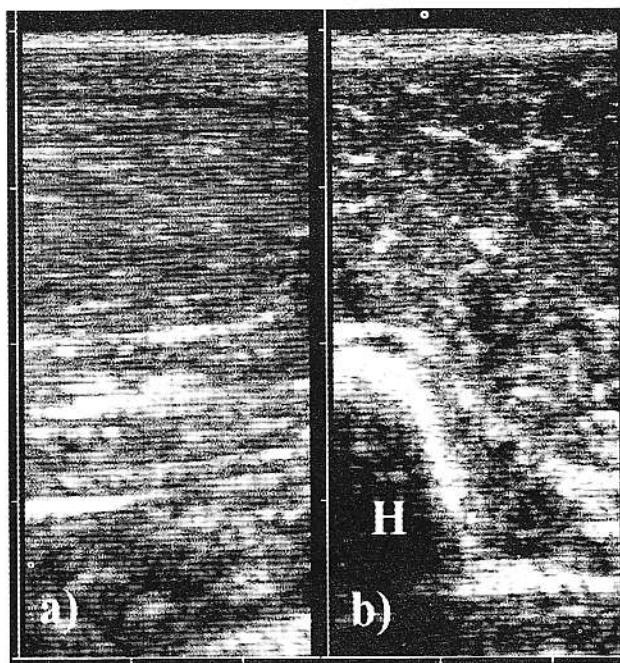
Aspectul ecografic normal al mușchilor: a) secțiune longitudinală la nivelul mușchiului biceps brahial cu aspectul tipic în "perie". b) secțiune transversală în aceeași regiune cu aspect ecografic punctat. H-humerus
